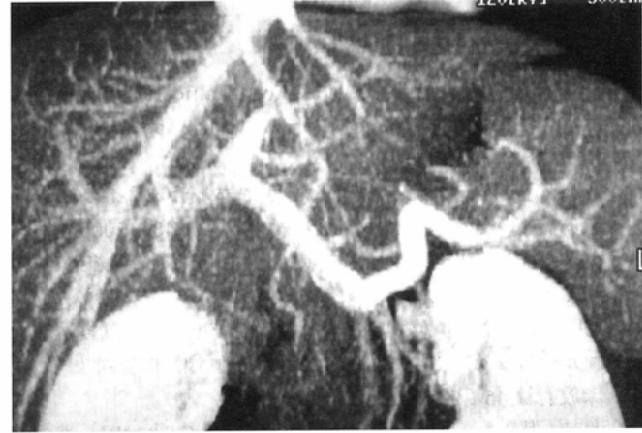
CTA reconstructed by the portal phase of dynamic CT. The delay time is 80 seconds after the contrast injection of contrast medium. Both the portal and hepatic veins are demonstrated and the relation between them is easily understood.
